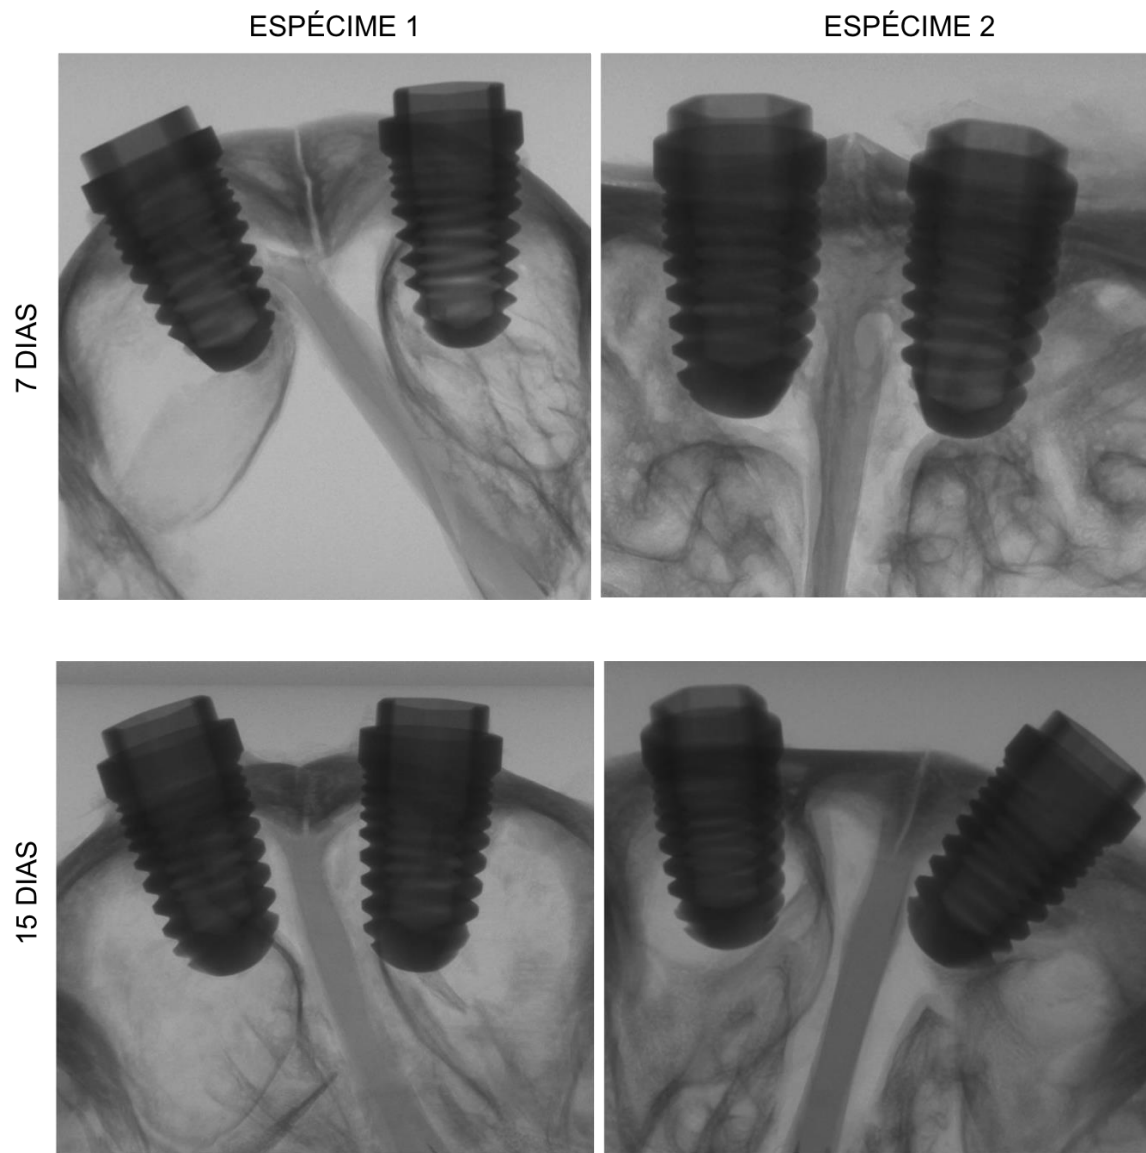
Cortes coronais das microtomografias realizadas com janela para tecidos mineralizados nos espécimes dos períodos de 7 e 15 dias. Foi possível observar o posicionamento dos implantes no interior do seio maxilar direito (Grupo TCP) e esquerdo (Grupo SBF).
